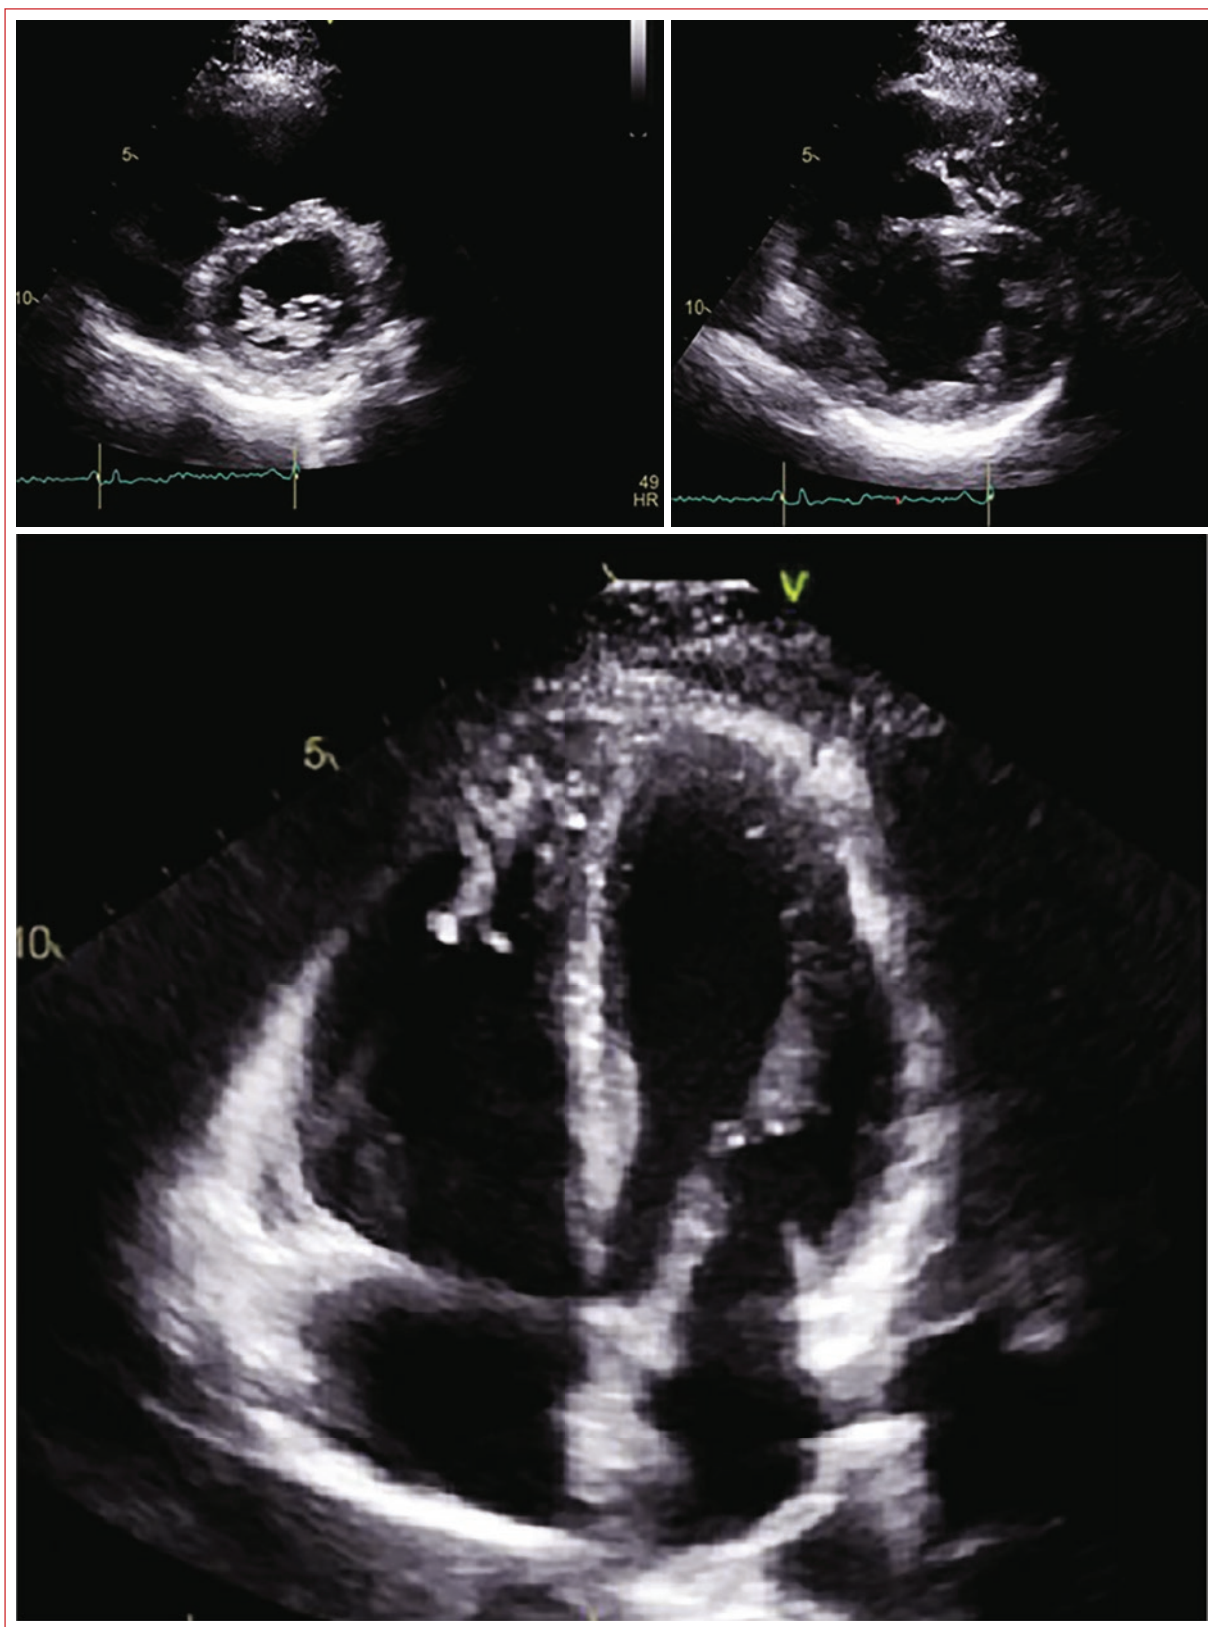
Ecocardiografía transtorácica 2D, vistas en el eje paraesternal corto y de cuatro cámaras, que muestra dilatación del ventrículo derecho con hipertrabeculación.
